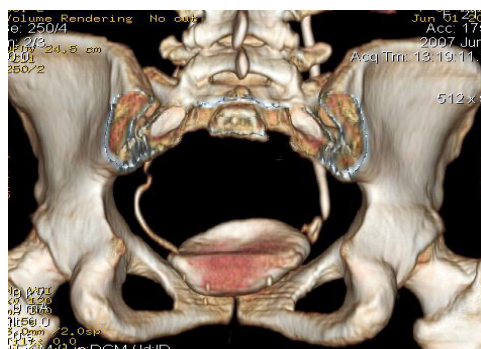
МСКТ с 3-D реконструкцией. В нижней трети справа определяется дефект мочеточника и затек контрастного препарата
